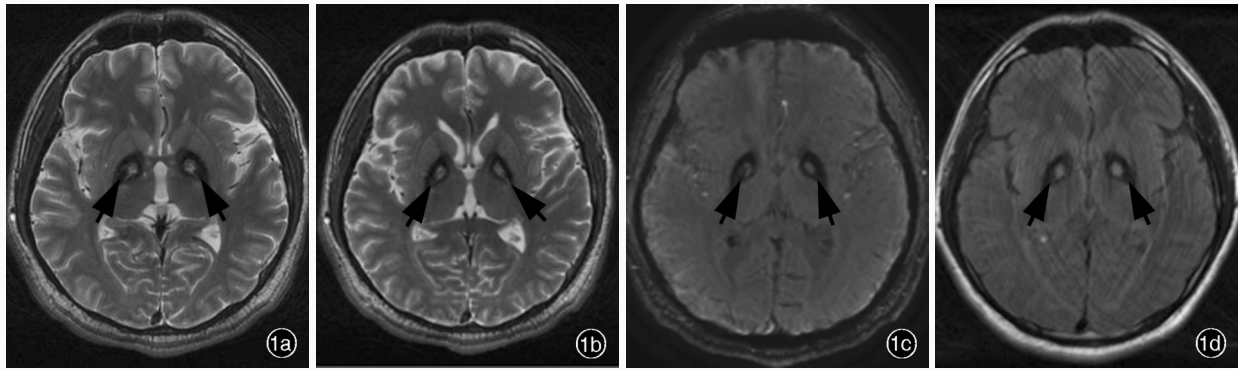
术前头部MRI检查所见 1a,1b 横断面T₂WI显示双侧苍白球呈典型“虎眼征”(箭头所示) 1c,1d 横断面FLAIR成像显示双侧苍白球呈对称性低信号,其内可见高信号(箭头所示)
